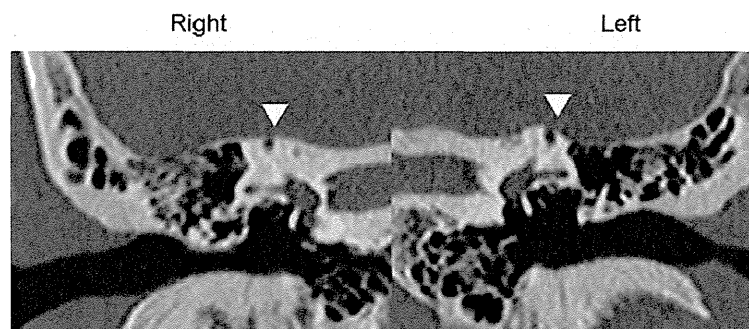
CT scans of patient #2
